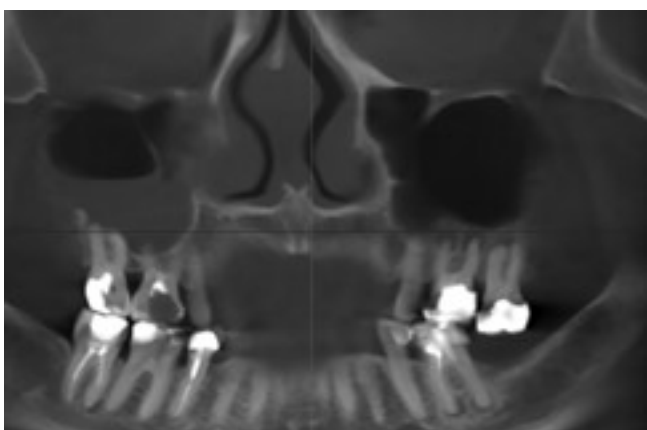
Срез КТ. Одонтогенный гайморит справа, множественные воспалительные очаги в области корней зубов
